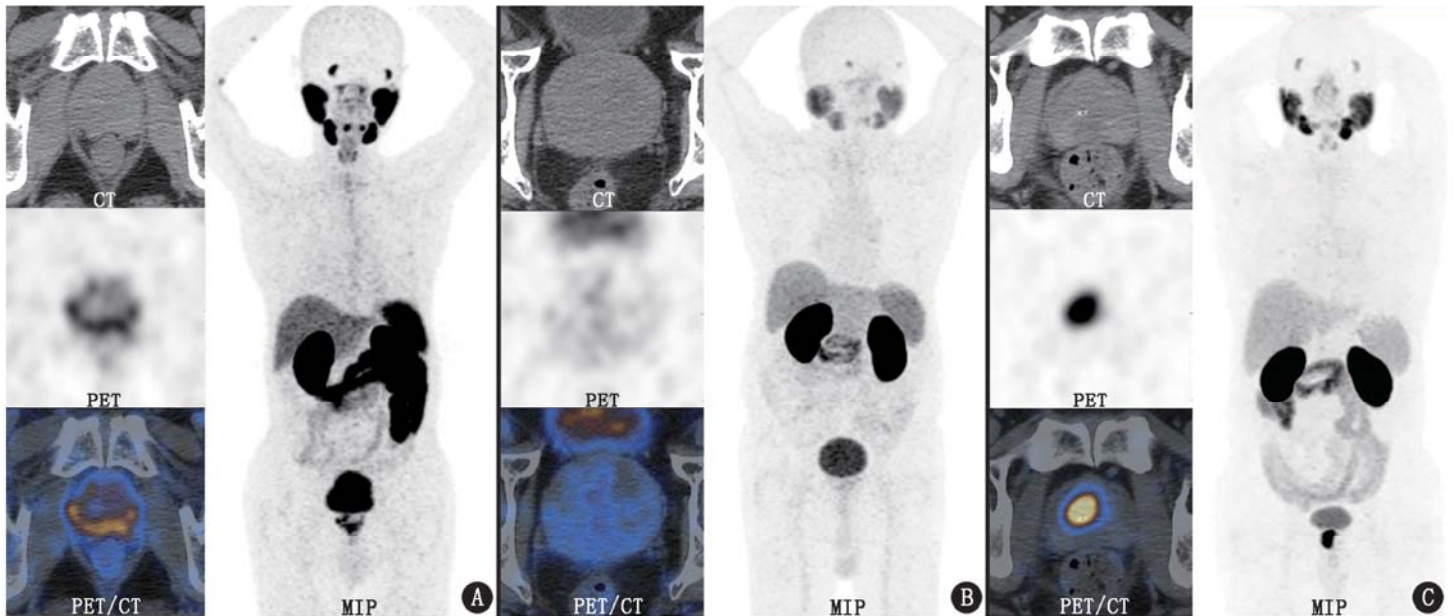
前列腺良恶性病变患者 ^{68}Ga -前列腺特异膜抗原(PSMA)-11 PET/CT 显像图。A.前列腺癌患者,76 岁。前列腺横断位 CT 未见明显异常密度影,对应的 PET 及 PET/CT 示前列腺弥漫性明显放射性浓聚;最大密度投影(MIP)图示前列腺局部明显放射性浓聚灶,右上肢为注射点少量放射性残留;病灶 PSMA 体积(V_{PSMA})为 15.11 cm^3 、最大标准摄取值(SUV_{max})为 10.08、平均标准摄取值(SUV_{mean})为 5.72、标准摄取值峰值(SUV_{peak})为 8.05、病灶 PSMA 总量(TLU_{PSMA})为 86.43 cm^3 ;B.前列腺慢性炎性病变患者,69 岁。前列腺横断位 CT 示前列腺明显增大,局部未见明显异常密度影,对应的 PET 及 PET/CT 示前列腺弥漫性轻度放射性浓聚;MIP 图示前列腺局部轻度放射性浓聚灶; V_{PSMA} 为 40.29 cm^3 、 SUV_{max} 为 3.84、 SUV_{mean} 为 1.97、 SUV_{peak} 为 2.56、 TLU_{PSMA} 为 79.43 cm^3 ;C.前列腺癌患者,65 岁。前列腺横断位 CT 示前列腺局部见钙化影,对应的 PET 及 PET/CT 示前列腺局灶性明显放射性浓聚,MIP 图示前列腺局部明显放射性浓聚灶; V_{PSMA} 为 5.78 cm^3 、 SUV_{max} 为 23.52、 SUV_{mean} 为 14.81、 SUV_{peak} 为 18.96、 TLU_{PSMA} 为 85.64 cm^3
